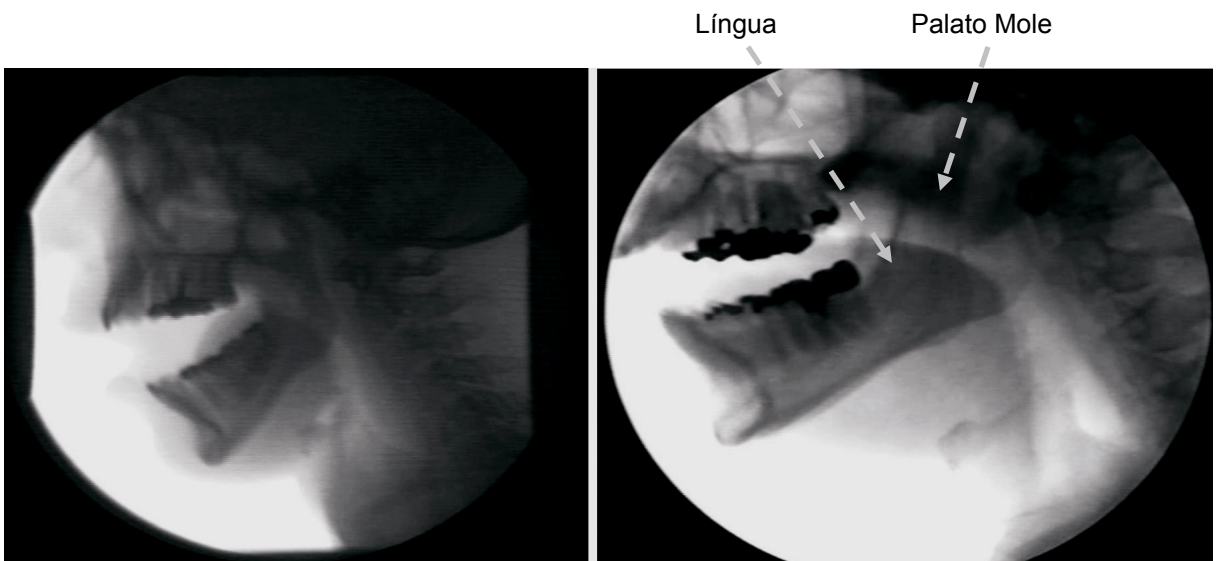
Imagens representativas dos ajustes laríngicos para o crescendo em nota sustentada do trecho 02 (sujeito CT3 e CT4). As imagens mostram o posicionamento da laringe, língua, palato mole, mandíbula e lábios durante o ponto de maior intensidade do crescendo em nota sustentada do trecho 02. A nota sustentada é o Si₄ (494 Hz).
